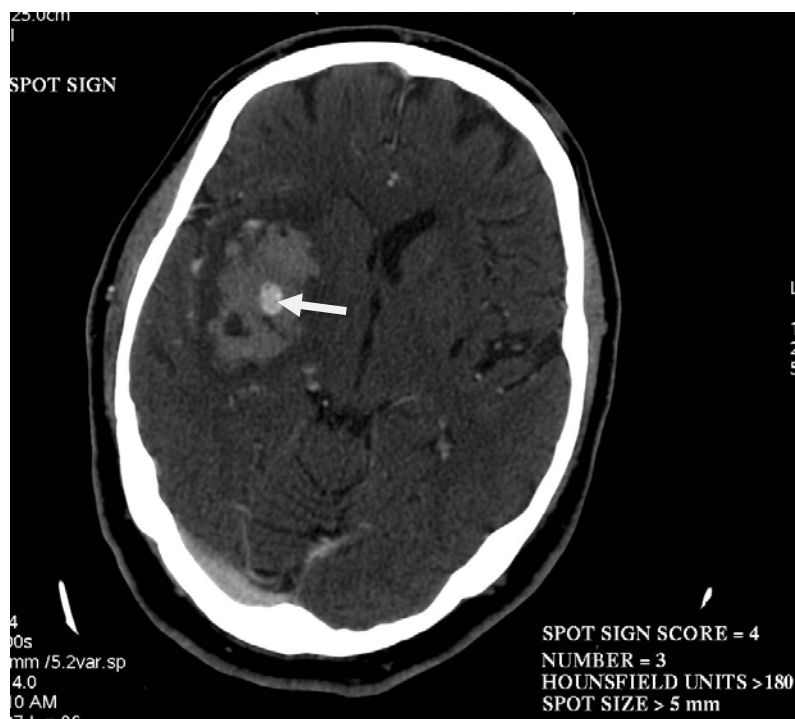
TC craneal a los 2-3 minutos de haber introducido contraste. Se observa como el spot sign inicial ha aumentado de tamaño (flecha). En este paciente se calculó un spot sign score de 4.
